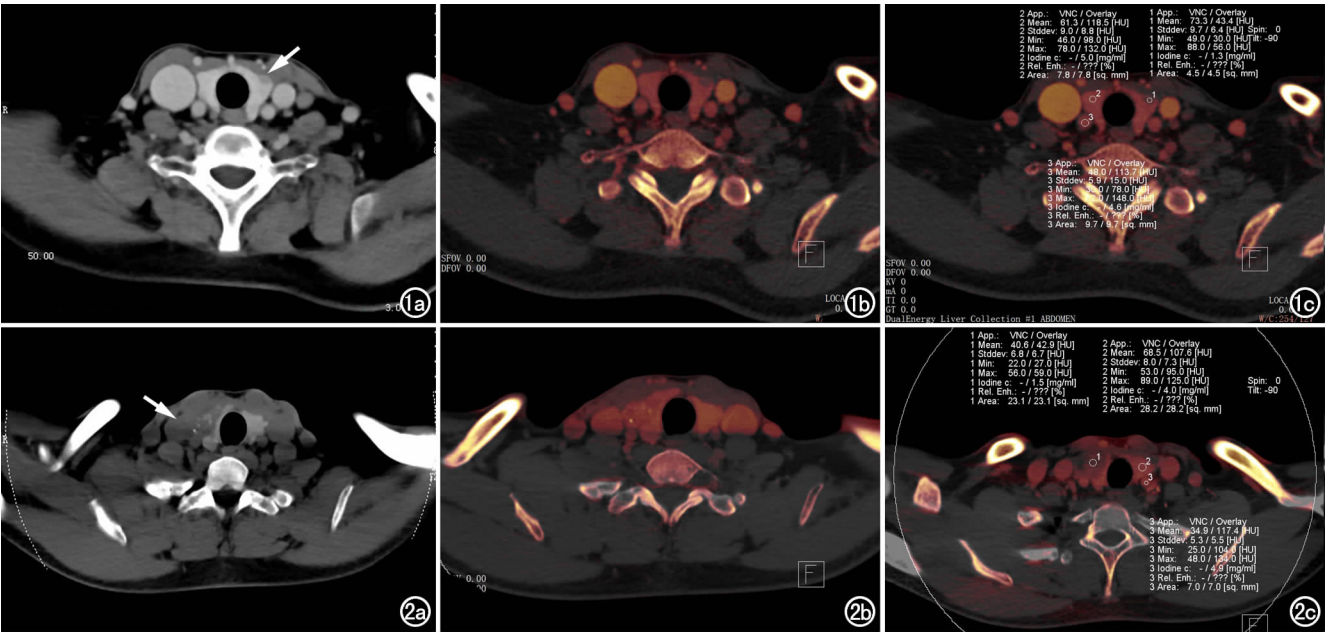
女,52 岁,左叶结节性甲状腺肿。a)CT 增强扫描示结节边缘清晰(箭),密度均匀,轻度强化;b)病灶碘图;c)病灶碘值为 1.3 mg/mL,同层面颈动脉碘值为 4.6 mg/mL。 图 2 女,23 岁,右叶乳头状癌。a)CT 增强扫描示结节突破包膜生长,边缘不规整(箭),密度不均,砂砾样钙化;b)病灶碘图;c)病灶碘值为 1.5 mg/mL,同层颈动脉碘值为 4.9mg/mL。
